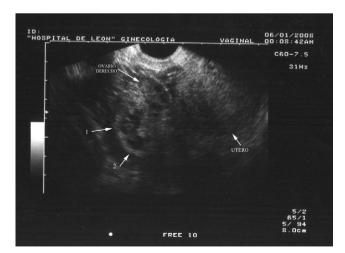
Ecografía transvaginal. Útero vacío, adyacente al ovario derecho, masa de $6 \times 5 \times 5$ cm, con dos sacos gestacionales independientes (flechas 1 y 2) con un polo embrionario en el interior de cada uno.
